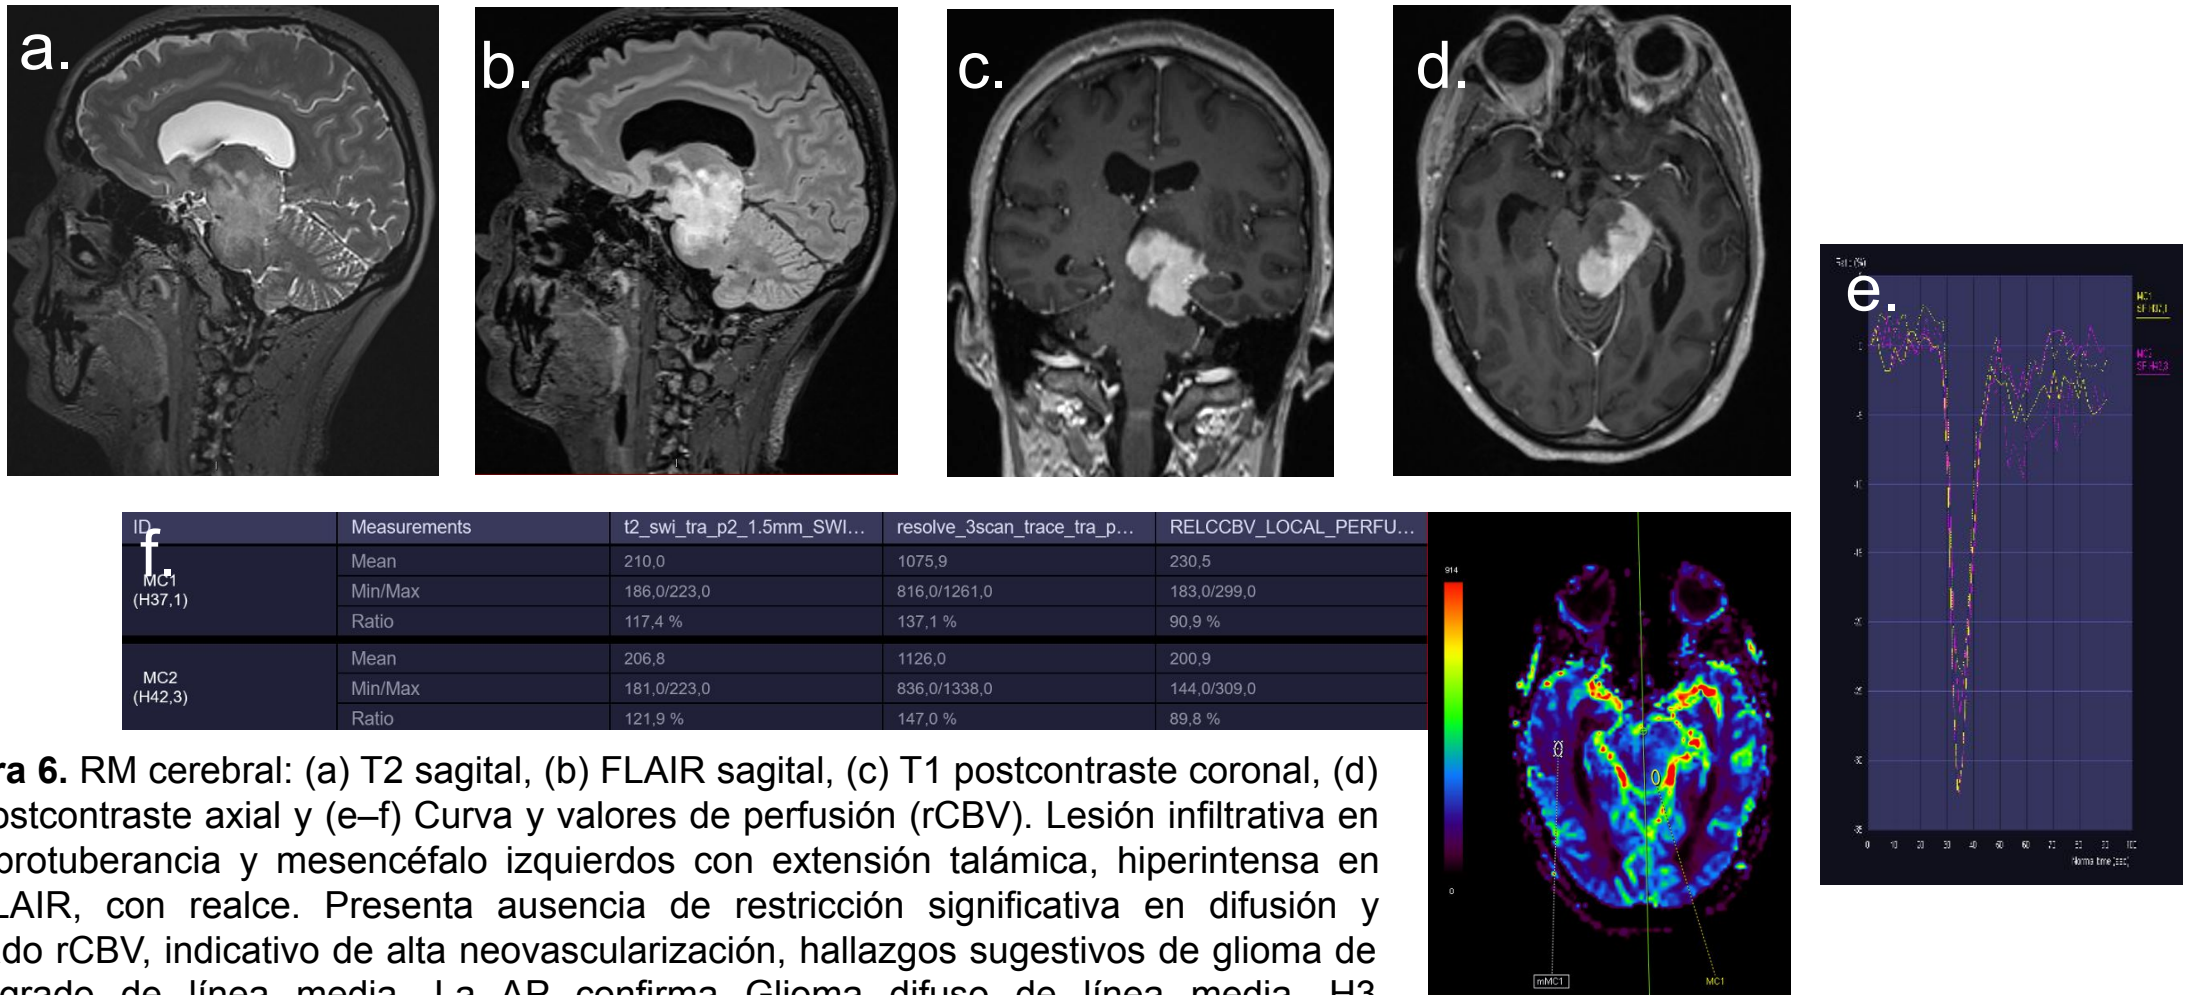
RM cerebral: (a) T2 sagital, (b) FLAIR sagital, (c) T1 postcontraste coronal, (d) T1 postcontraste axial y (e-f) Curva y valores de perfusión (rCBV). Lesión infiltrativa en hemiprotuberancia y mesencéfalo izquierdos con extensión talámica, hiperintensa en T2/FLAIR, con realce. Presenta ausencia de restricción significativa en difusión y elevado rCBV, indicativo de alta neovascularización, hallazgos sugestivos de glioma de alto grado de línea media. La AP confirma Glioma difuso de línea media, H3 K27-alterado, CNS WHO grado 4.
